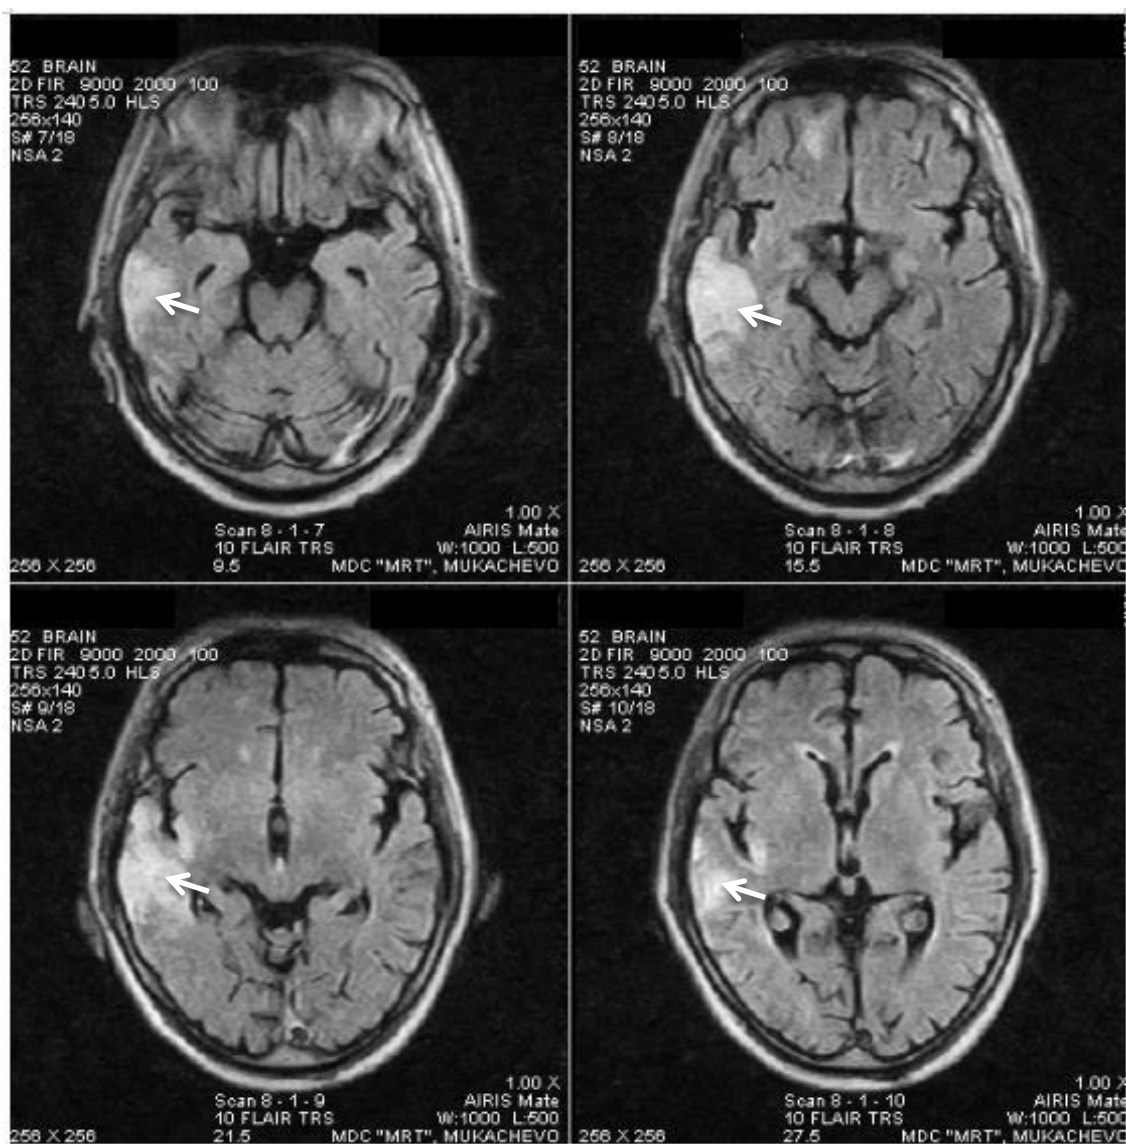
Магнітно-резонансна томографія пацієнта М. з ішемічним вогнищем в басейні правої середньомозкової артерії
